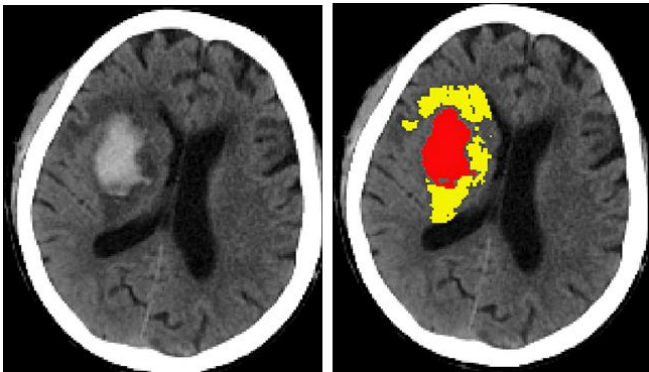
左图脑出血患者 CT 平扫，右图红色为血肿，黄色为血肿周围水肿
